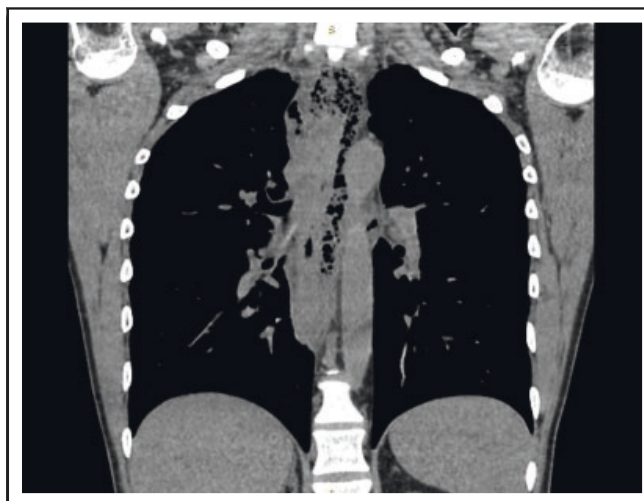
КТ-признаки грудного медиастинита (сагиттальная проекция)
